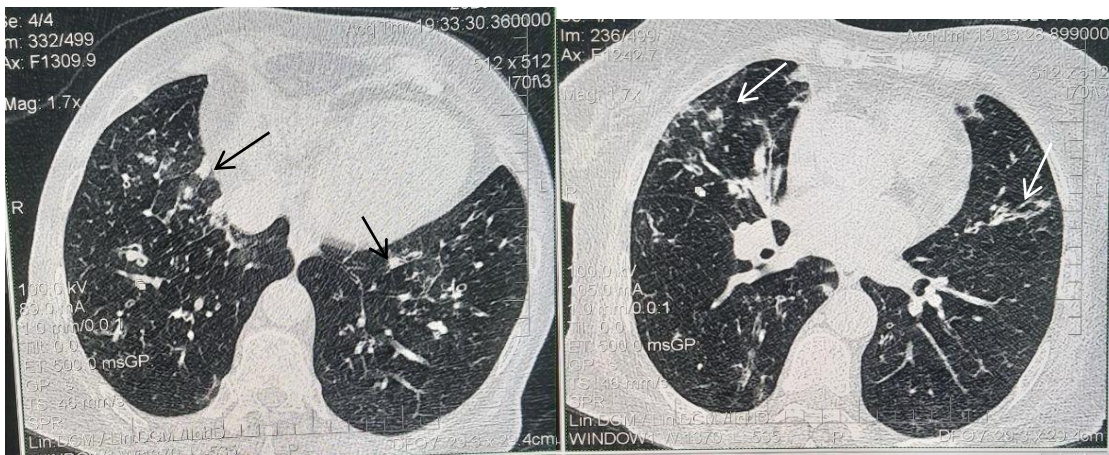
КТ пневмонии с малосимптомным вариантом течения у больного ХЛЛ. Солидные очаговые структуры в базальных отделах обоих легких воспалительного характера (показаны стрелками). Не визуализируются при традиционной рентгенографии
